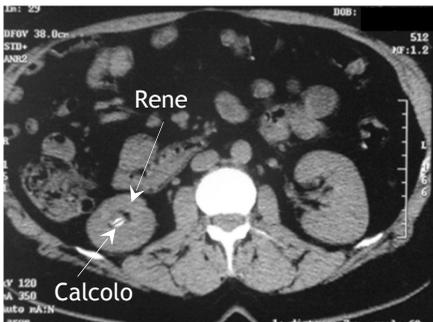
TC addome: *calcolo renale destro*
